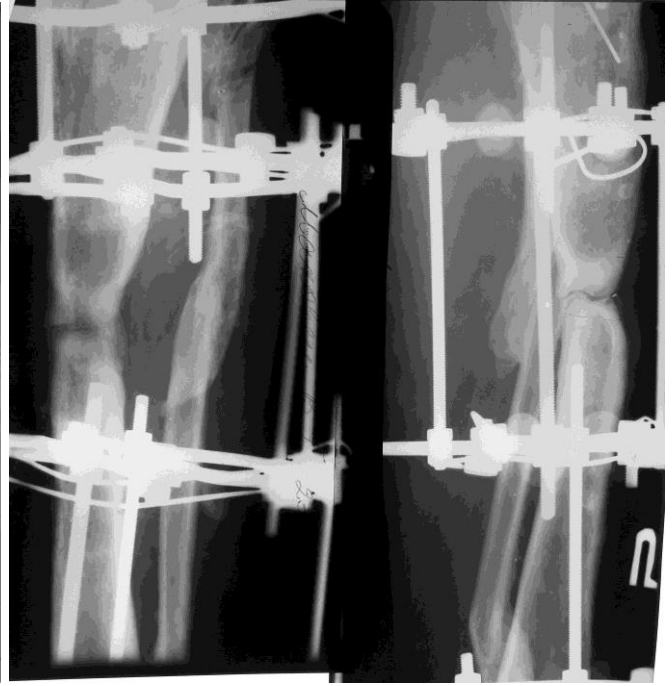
Фото рентгенограм. Етапи лікування атрофічного хибного суглобу-дефекту великогомілкової кістки на фоні ГГЦ та мутації 786-СС eNOS+677-ТТ МТНFR: а) до лікування; б) через 3 тижні після розширеної резекції зони хибного суглобу, полілокального ДО апаратом Ілізарова; в) через 3,5 міс. затримка формування дистракційного регенерату; г) через 5,5 міс. після операції; д) через 8,5 міс. після операції етап мінералізації дистракційного регенерату; е) через 15 міс. після операції. Хворий П. Історія хвороби №2322
